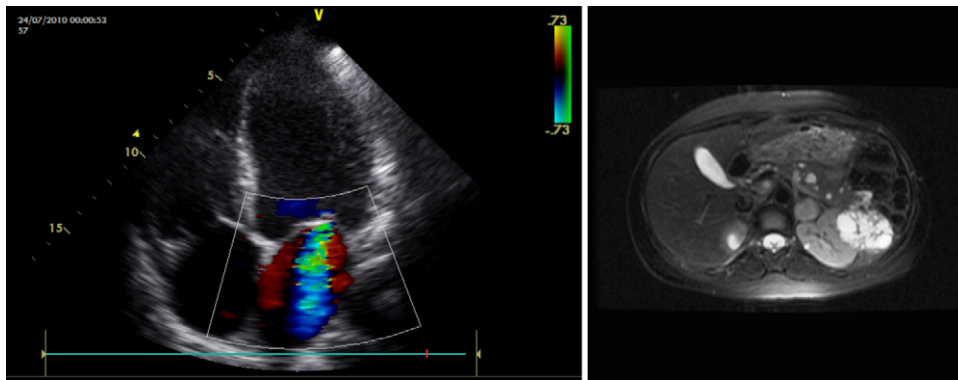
1A) Ecocardiografía transtorácica (plano apical 4C). Insuficiencia mitral. 1B) RM abdominal corte transversal. Masa suprarrenal izquierda de 2,3 cm de diámetro bien delimitada sugestiva de feocromocitoma (señalada con flecha roja).
